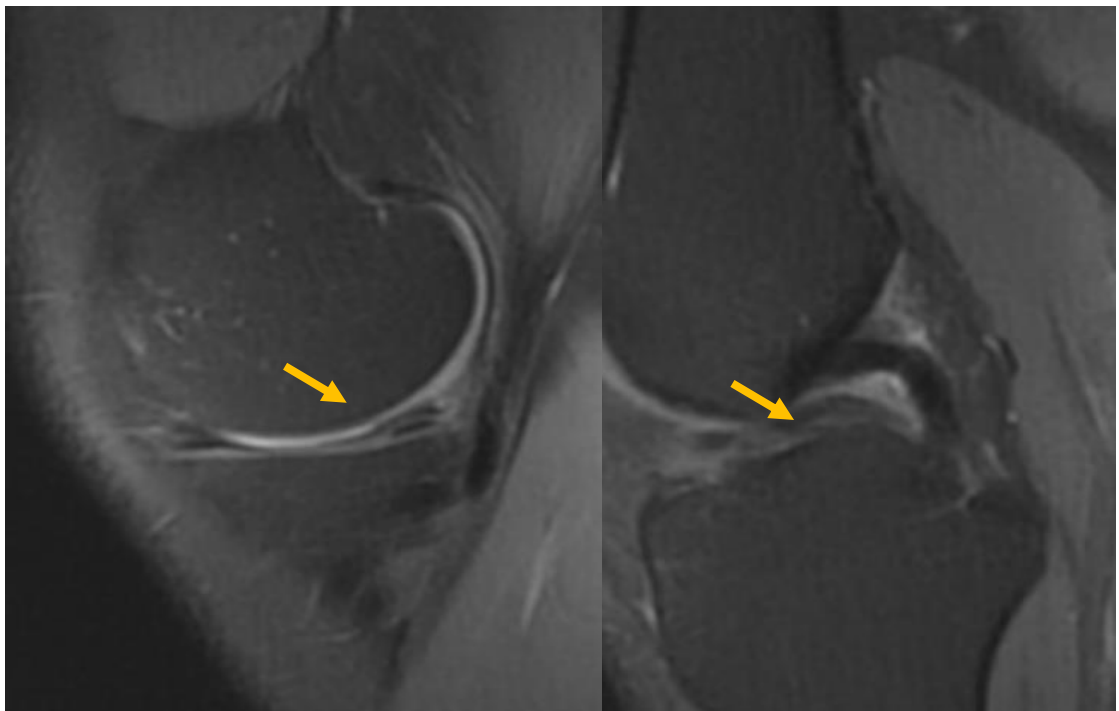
Image IRM en séquences DP FAT SAT montrant une fissure complexe du ménisque médial stade 3 de Stoller en anse de seau (flèche jaune)
